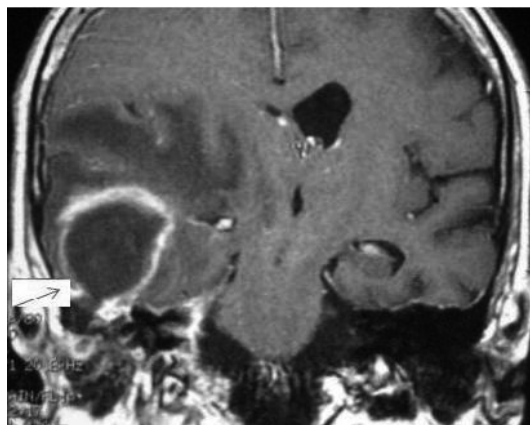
TC. Ascesso cerebrale otogeno destro. Presenza nel lobo temporale di una raccolta di pus circondato da una capsula reattiva con segnale iperintenso. Al di sopra si rileva una area malacica di parenchima cerebrale determinata dalla compressione ab extrinseco.
